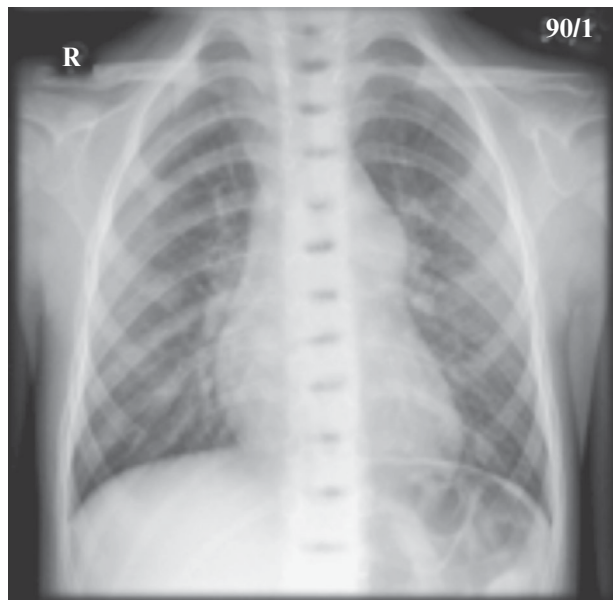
Рентгенограма органів грудної клітки при ізольованому стенозі легеневої артерії
